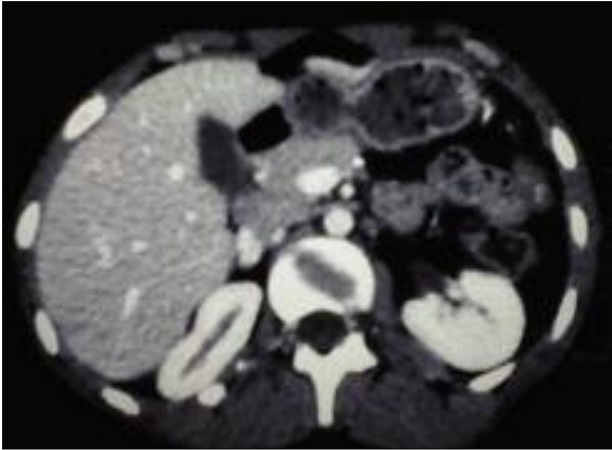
TDM abdominale montrant l'aspect normal un an après spléno pancréatectomie caudale.
